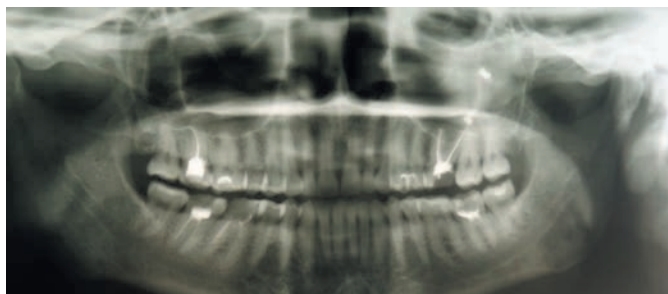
Ортопантомограмма больного К., 25 лет, с наличием инородного тела в полости верхнечелюстной пазухи
